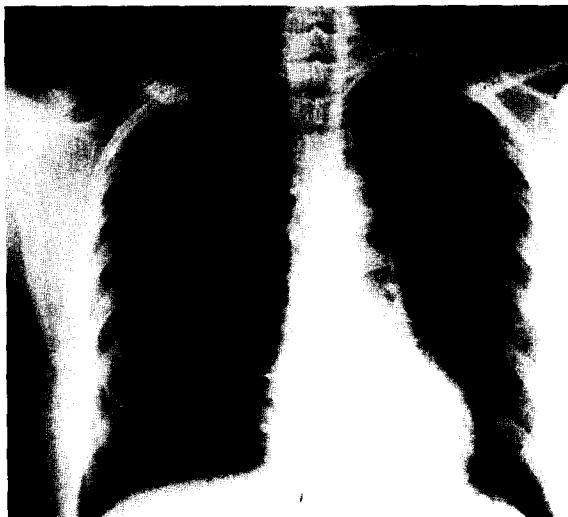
Preoperative chest roentgenogram showing right cervical rib
